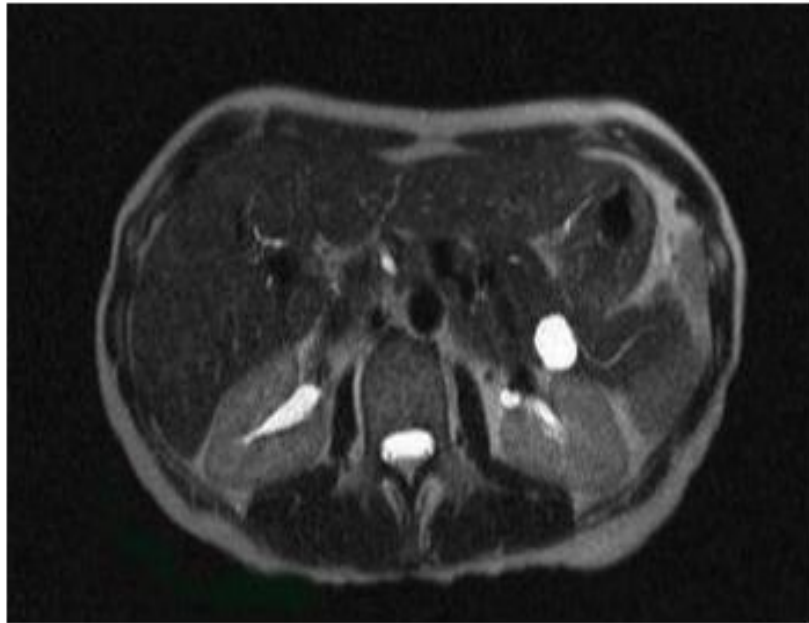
Abdominal IRM showing a CM and its report with with the Wirsung canal[26].
